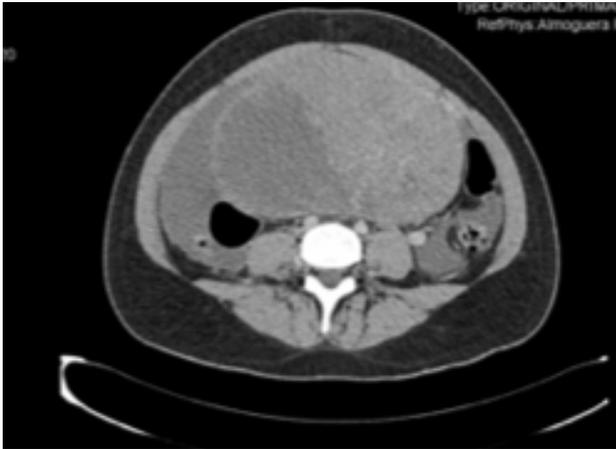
TAC abdominal con contraste.
